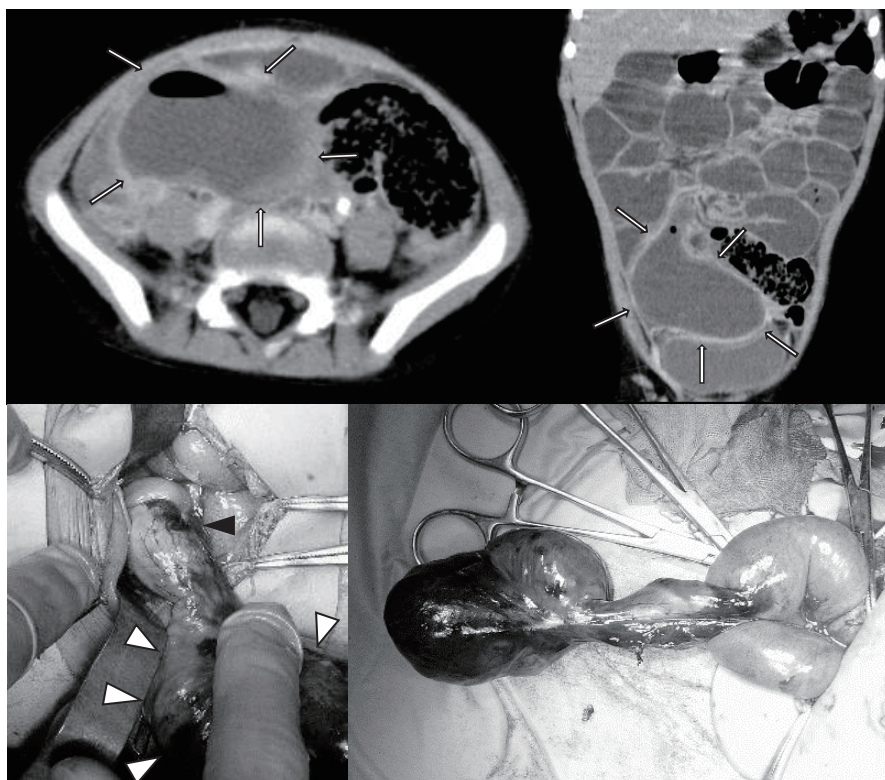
腹部造影CT検査所見及び術中写真(症例8)
